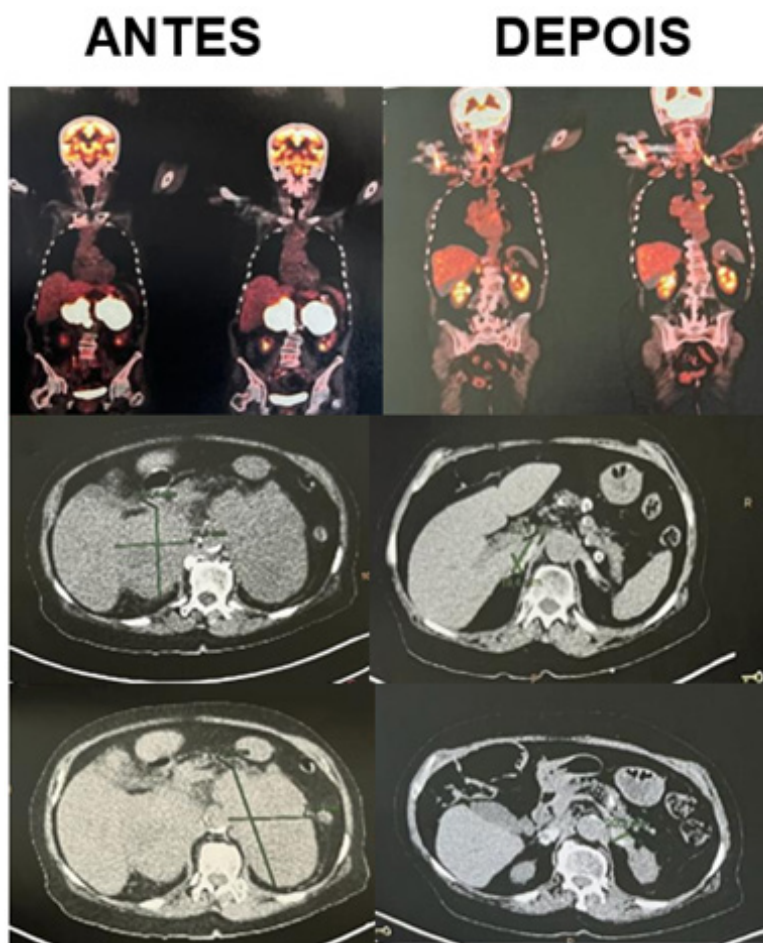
Imagens de PET-CT com FDG-F18 comparativas pré e pós-tratamento quimioterápico.
